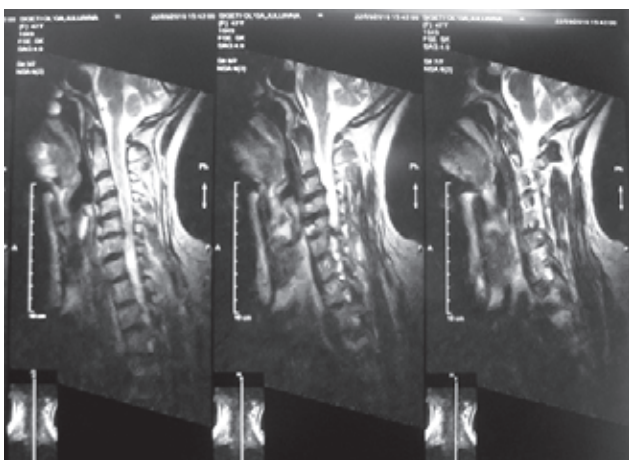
Магнітно-резонансна томографія хворої С., 47 років. На рівні С5–С6 спостерігається нерівномірне дорзальне вип'ячування відповідного міжхребцевого диска з формуванням лівобічної парафорамінальної грижі (екструзії) розміром до 6 мм, що обумовлює вторинне стенозування спинномозкового каналу, субтотально перекриває міжхребцевий отвір гомолатеральної сторони, створює компресію дуального мішка та корінця спінального нерва (С6) зліва на рівні ураження
